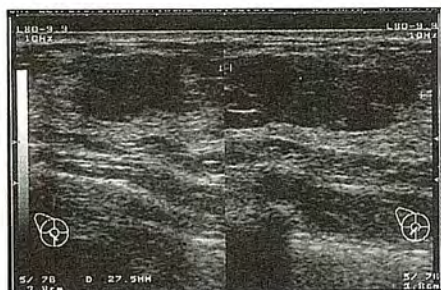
Darstellung eines malignomverdächtigen Herdes in der Sonographie
